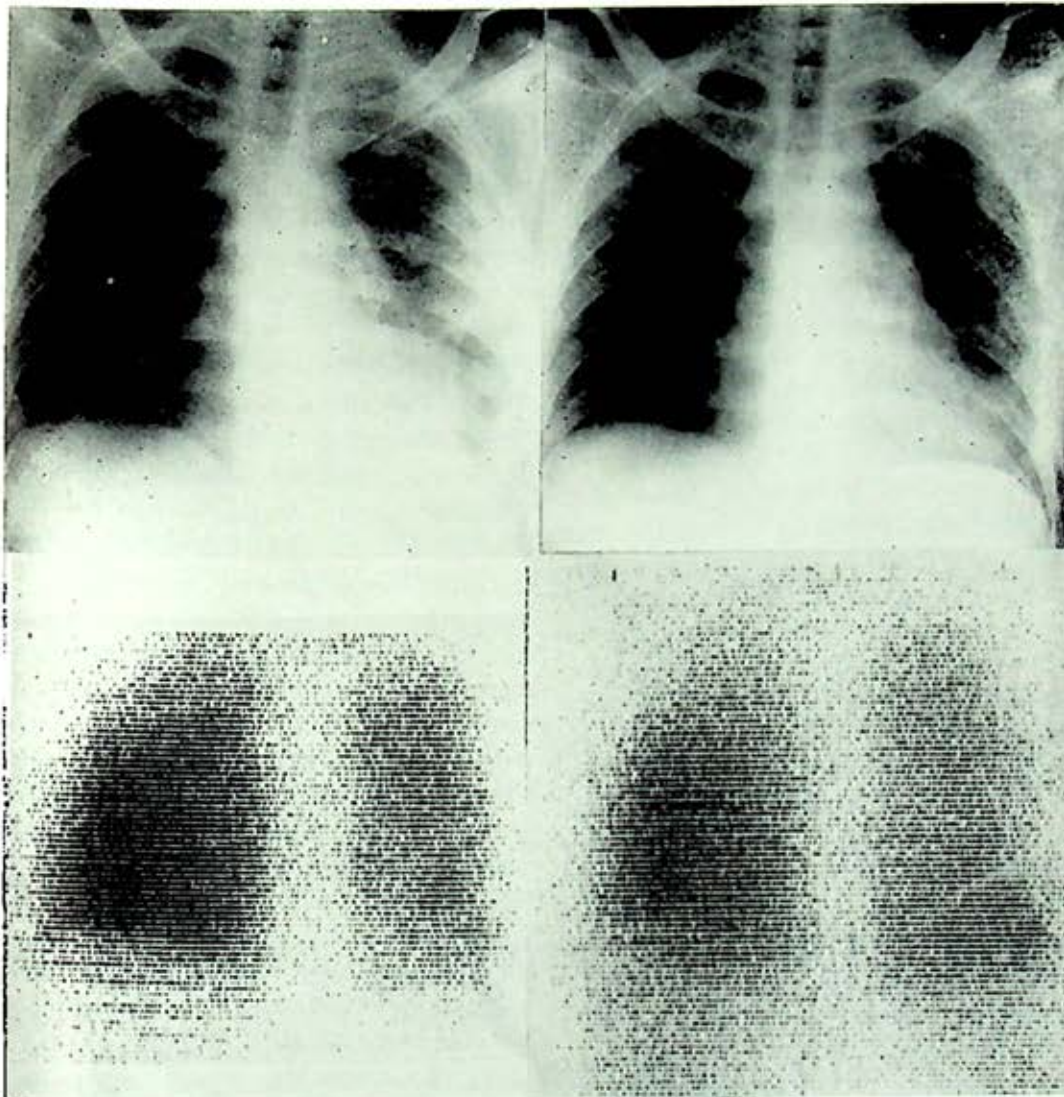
A) La radiografía de tórax demuestra lesiones en el lóbulo superior izquierdo causadas por tuberculosis.
